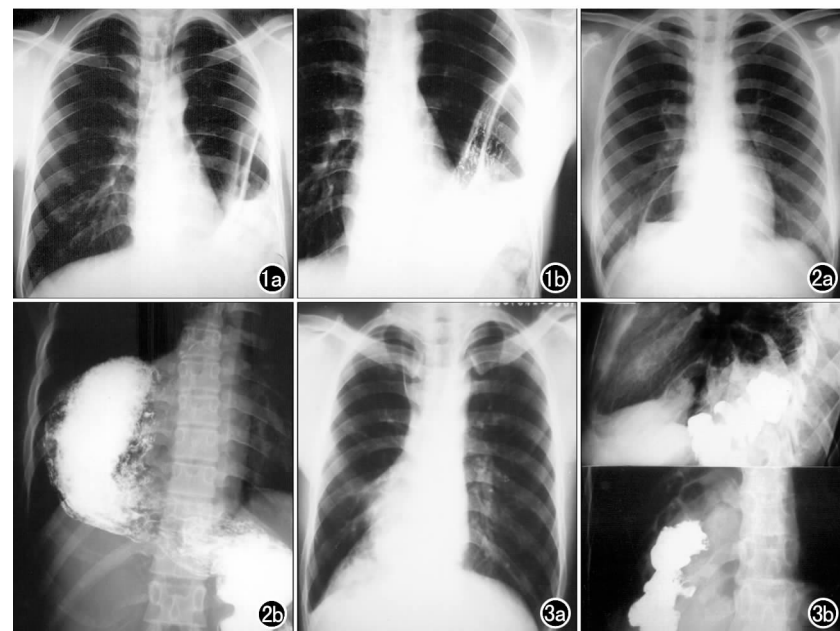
a) 平片示左胸腔内巨大囊状阴影, 液面下有连续的密度不均匀阴影, 心脏无明显移位; b) 钡餐检查示钡剂进入囊内。图 2 a) 平片示右胸腔内囊状阴影, 外侧边界光滑; b) 钡餐检查示显示胃疝入右胸腔。图 3 a) 平片示右下肺野大片状密度不均匀阴影, 右心膈角被遮盖; b) 钡餐检查: 显示结肠疝入右胸腔。
